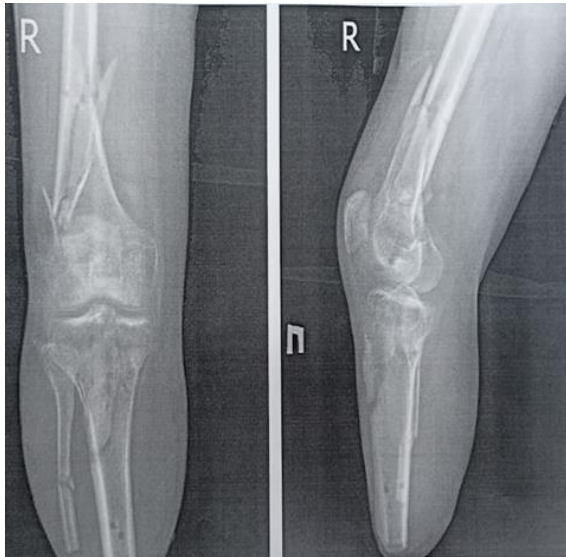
Рентгенографія правої нижньої кінцівки на 134-й день лікування.
